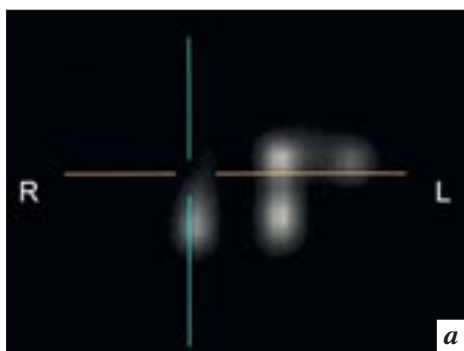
ОФЭКТ-картина в коронарной проекции у обследуемого Р. без выявленной патологии СОП (а) и ОФЭКТ/КТ-картина у того же обследуемого (б). Пояснения в тексте.
